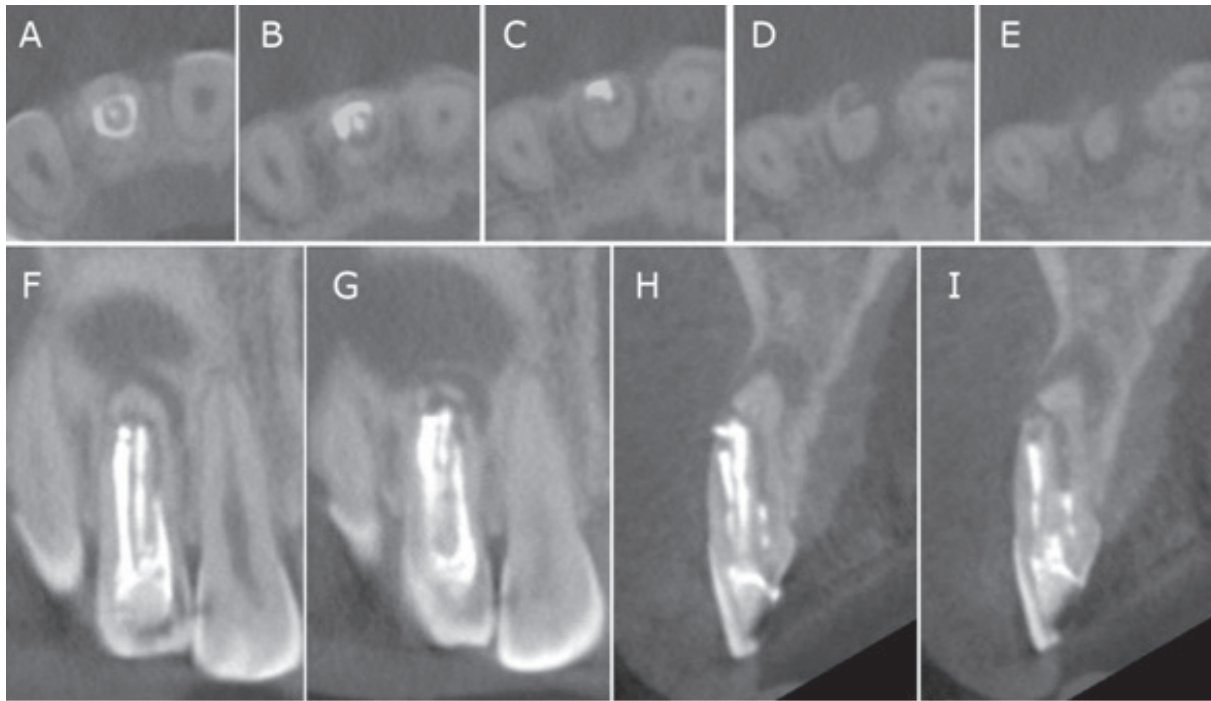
Preoperative Cone beam CT of maxillary anterior area. Reformatted axial (A-E), coronal (F-G),and cross-sectional view(H-I).
